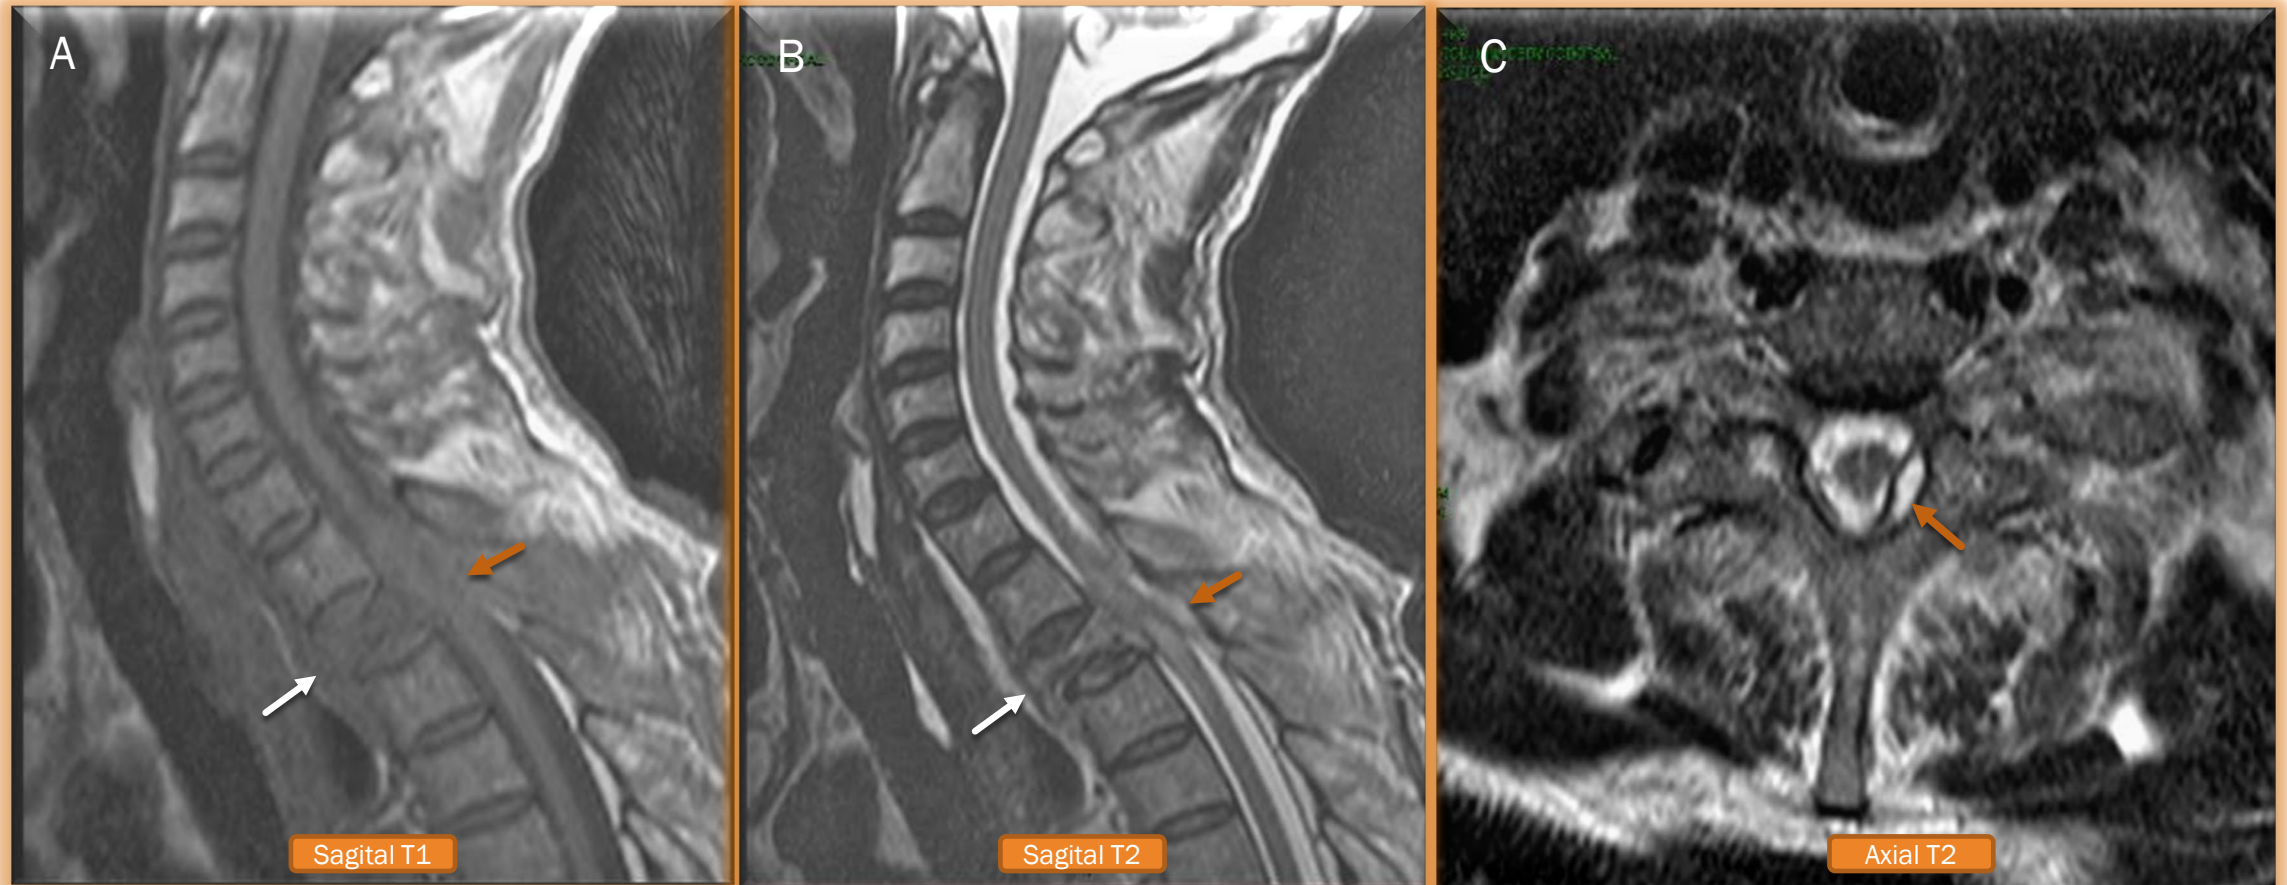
RM de columna cervical, (A) Sagital T1, (B) Sagital T2, (C) axial T2. Paciente con fractura por aplastamiento del cuerpo vertebral de D2 (flecha blanca) con retropulsión del muro posterior hacia el canal medular disminuyendo su diámetro anteroposterior. En espacio epidural posterior se observa colección hemática (flecha de señal intermedia en T1 (A) y alta señal en T2 (B y C) en relación a hematoma epidural en estadio hiperagudo que se extiende desde los nivel D1-D3.
